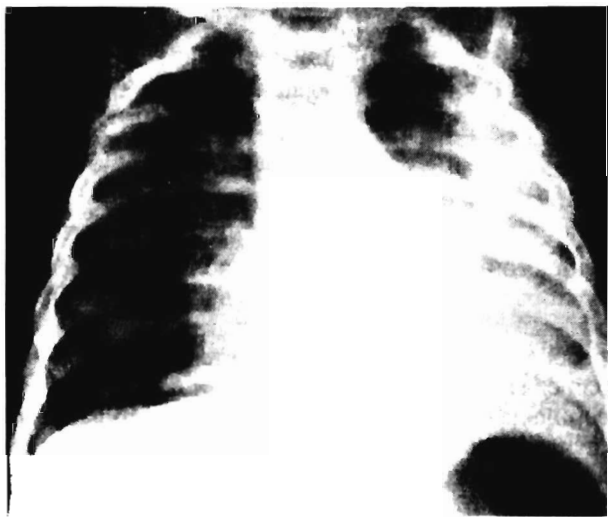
Рентгенограмма легких ребенка. Тяжелая левосторонняя плевропневмония
